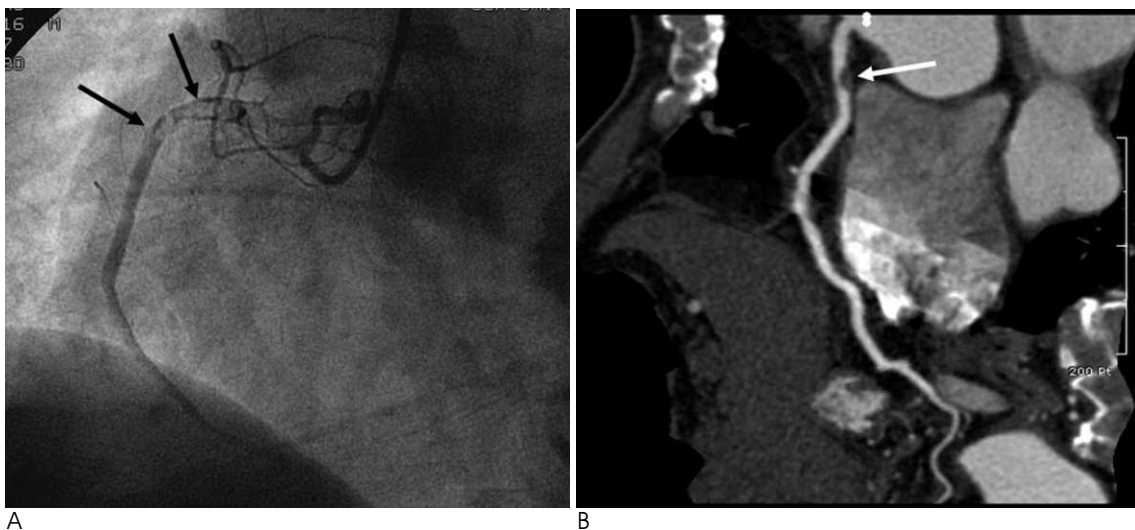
A 63-year-old man with unstable ruptured RCA lesion. Invasive coronary angiography (A) documents filling defect, complex plaque severely narrowing the proximal segment of RCA (arrows). CTA image (B) shows a concordant bulky, eccentric and hypodense filling defect in proximal segment of RCA (arrow).
